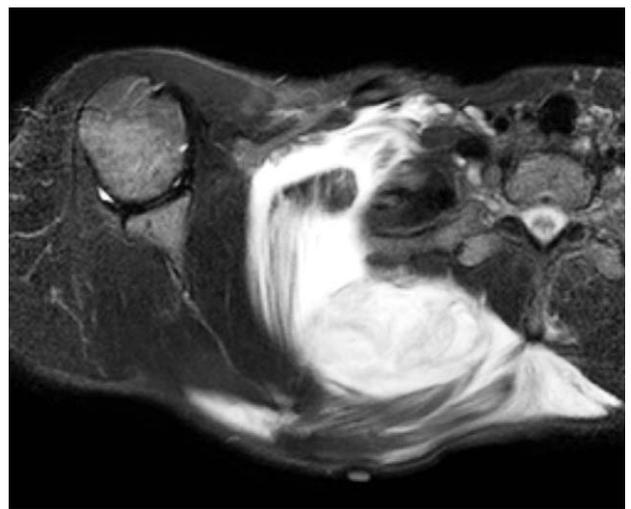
Magnetic resonance image (T2 weighted image, axial plane) of the shoulder shows hematoma and partial rupture of serratus anterior muscle and rhomboid muscle.
